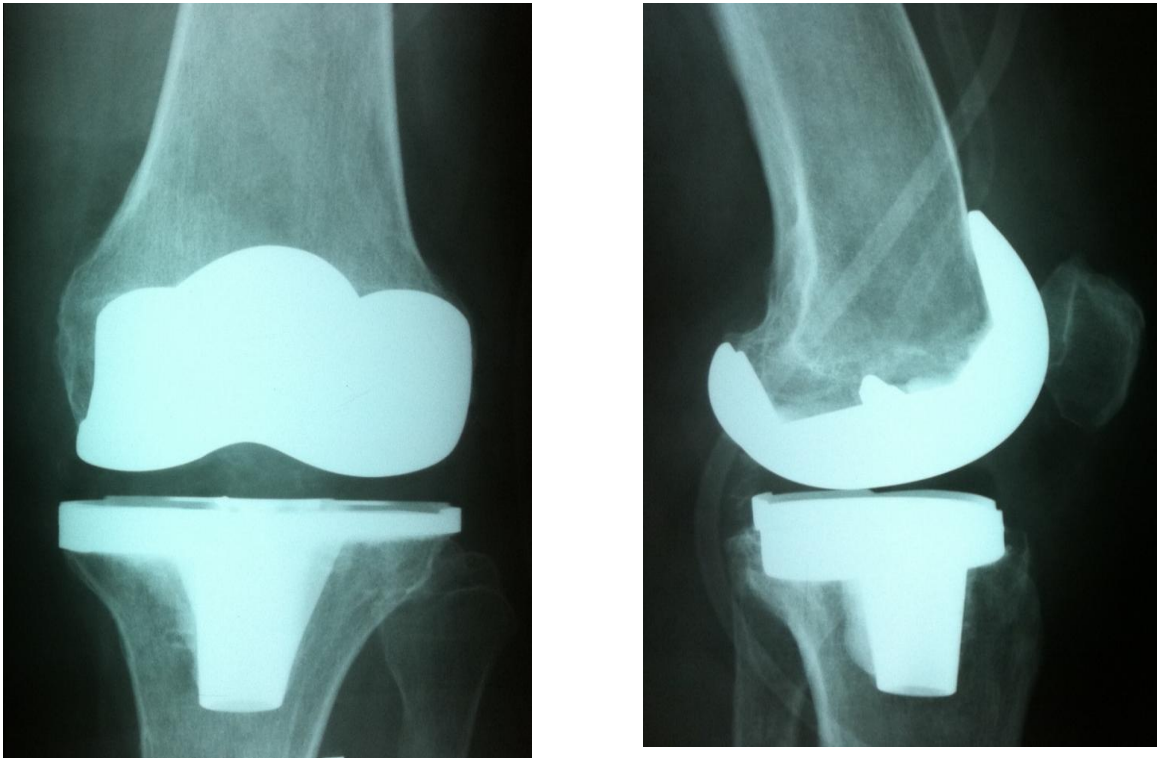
Рентгенограммы правого коленного сустава пациентки С. после ревизионной артропластики
